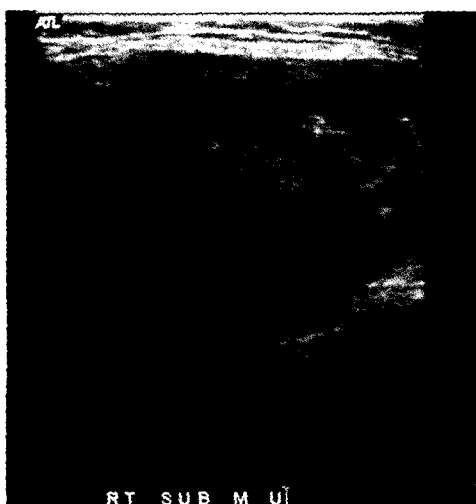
Ultrasongram shows a 4.3 x 3 cm sized mass with heterogeneous decreased signal intensity on the right submandibular area.
